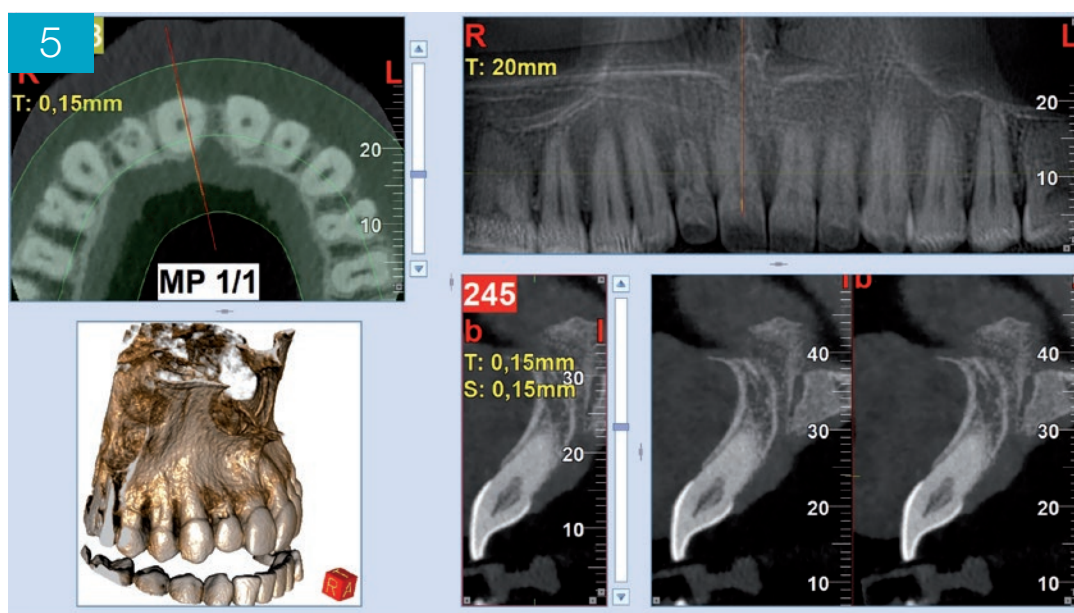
CBCT pre-operatoria con sezioni più apicali: nel taglio sagittale è apprezzabile l’estensione apico-coronale del riassorbimento su 11
